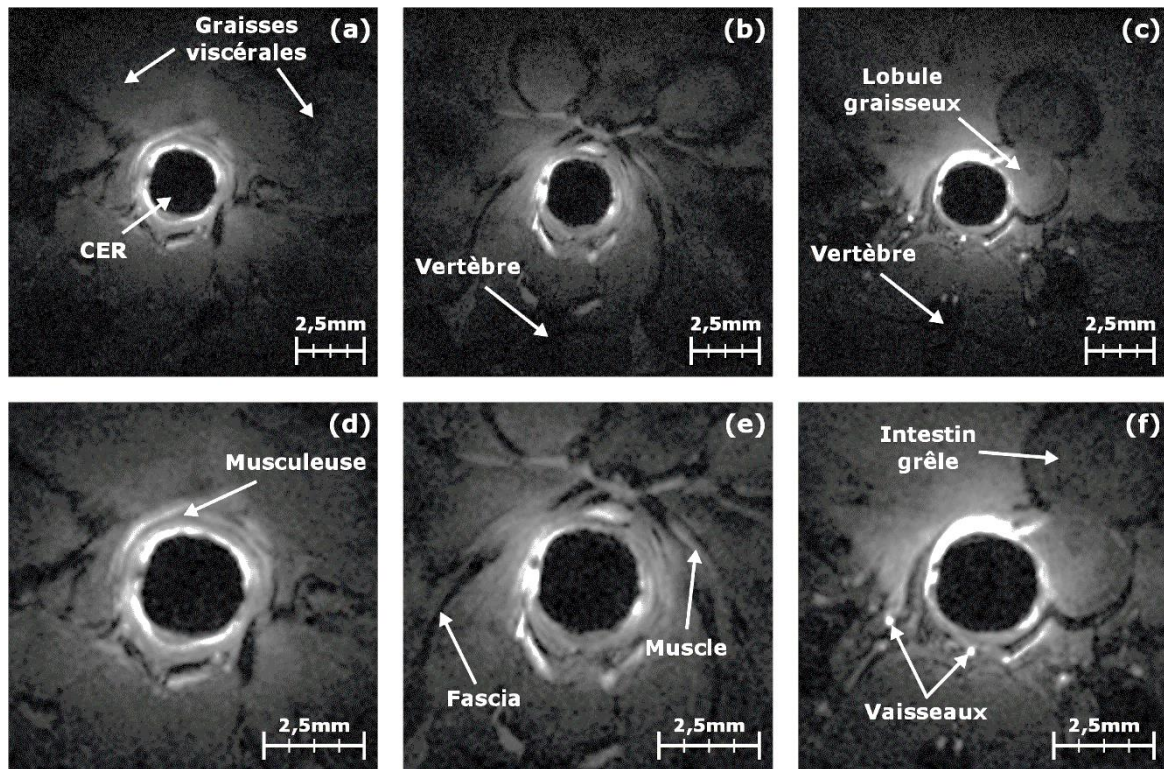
Structures anatomiques qu’il est possible de localiser sur les images de RMN pondérées en $T1$. La présence du CER au centre de toutes les images constitue le premier repère (a). La localisation des vertèbres à 6h lorsque la souris est positionnée sur le dos constitue également un second repère (b). Les graisses viscérales (a) sont localisées plus en profondeur par rapport au CER tandis que des lobules graisseux peuvent être observés sur le pourtour du CER (c). La musculature (d) en hyposignal sur les images est à différencier des fascias (e). Les muscles coliques (e) servant aux mouvements de l’intestin (f) sont également localisables. Finalement, les vaisseaux sanguins servant à l’irrigation du système digestif peuvent être observés en hypersignal (f). Paramètres de séquence : *FLASH 3D*, champ de vue de $16 \times 16 \times 15 \text{ mm}^3$, matrice d’acquisition égale à 192×192 , taille de voxel de $83 \times 83 \times 234 \text{ } \mu\text{m}^3$, TR/TE = 20/6,65 ms, bande passante de 25 kHz et temps d’acquisition de 8 min et 11 s.
